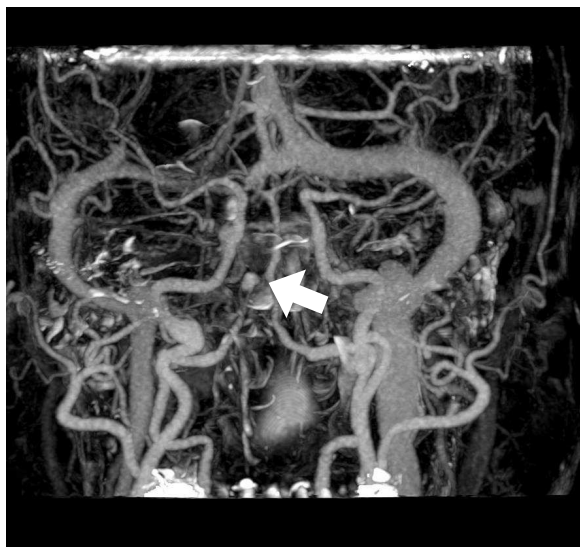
頭部 CT-CTA 画像の差分処理結果
